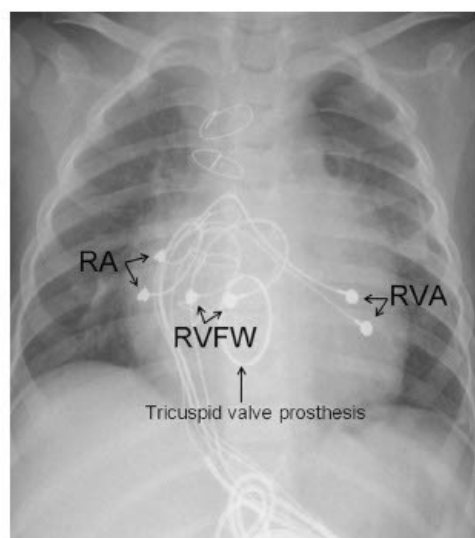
Lead positions in the chest radiograph. RA = right atrium; RVA = right ventricular apex; RVFW = right ventricular free wall.
